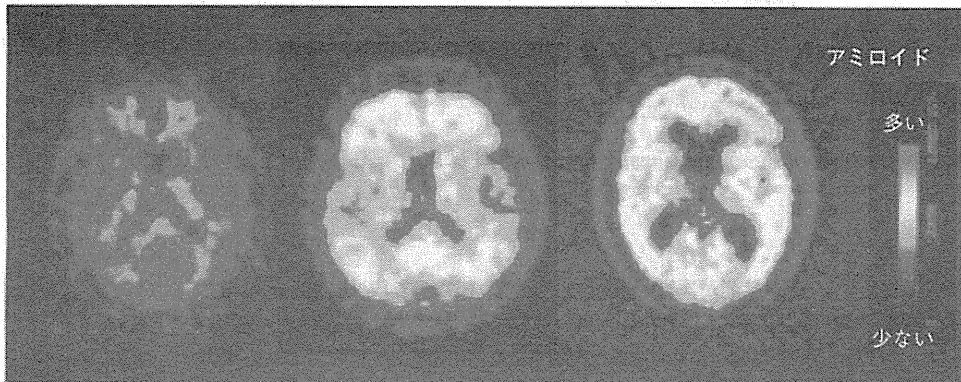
$[^{11}\text{C}]$ PIB PET の画像
